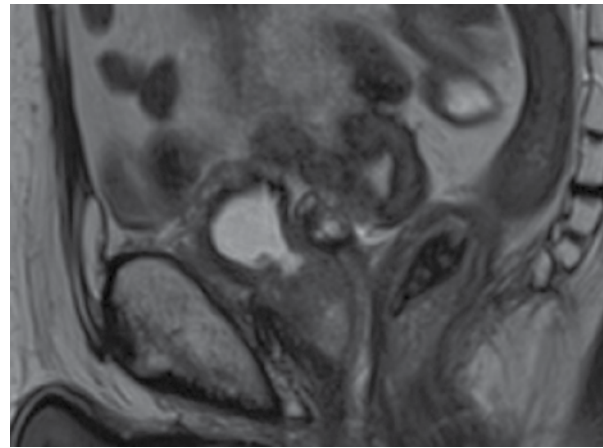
МРТ малого таза на фоне терапии атезолизумабом
